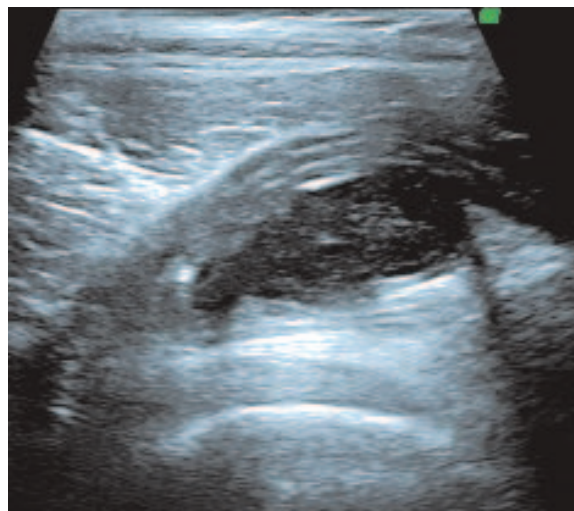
Cicatrice hyperéchogène à la partie profonde du muscle droit fémoral en échographie.
